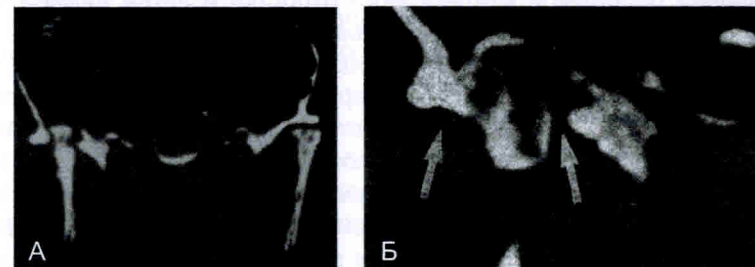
Компьютерные томограммы области височно-челюстного сустава справа до и после хирургического лечения.
